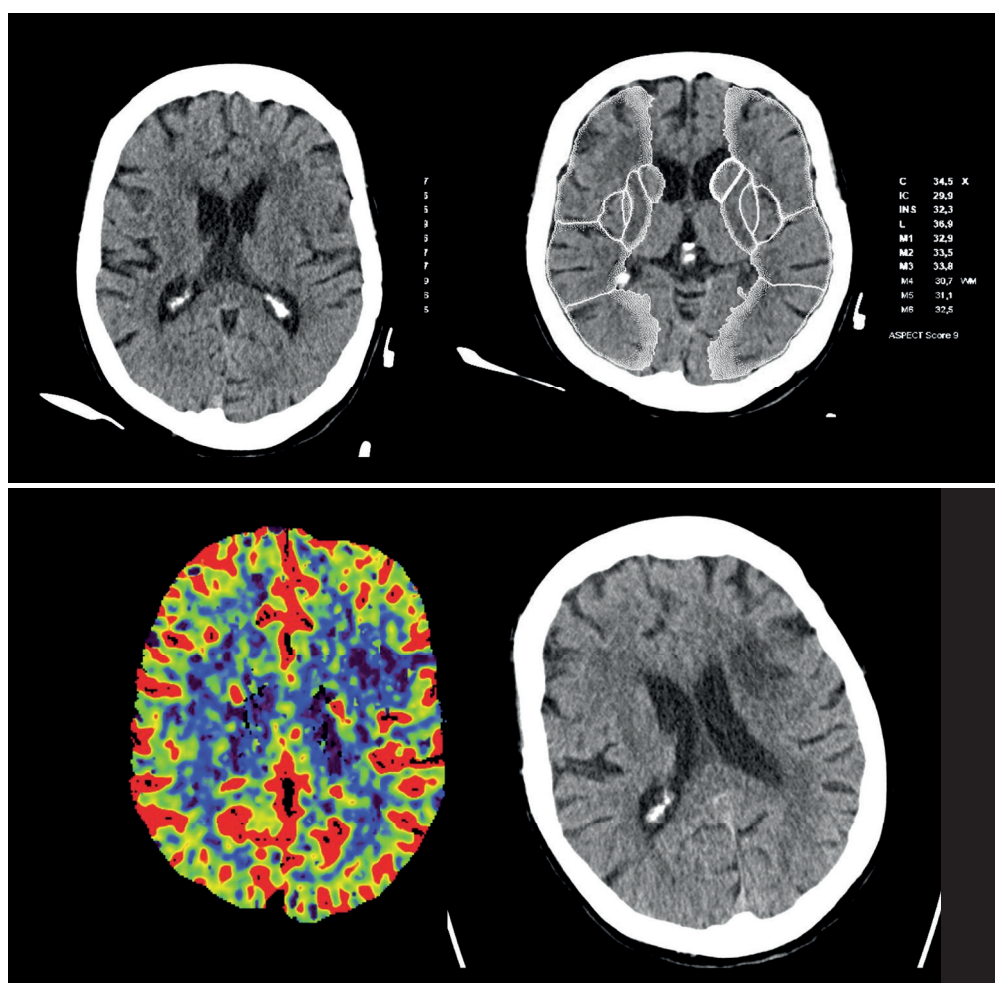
Schädel-CT beim Schlaganfall
